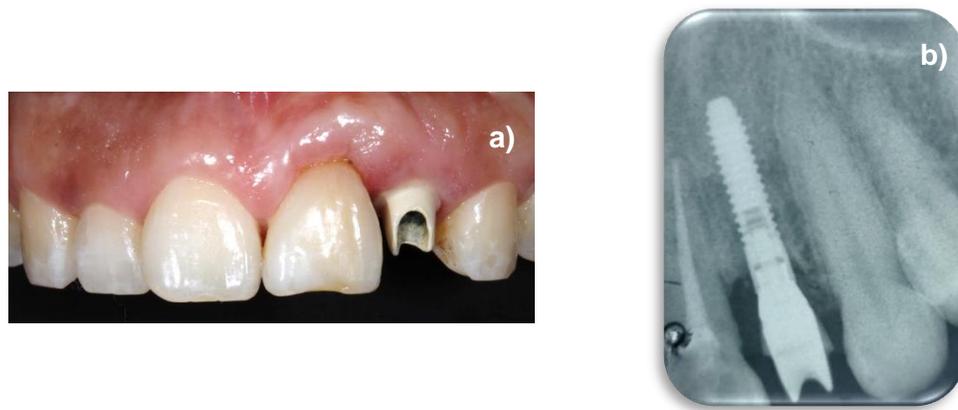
a) Aditamento atornillado. b) Radiografía de verificación.
